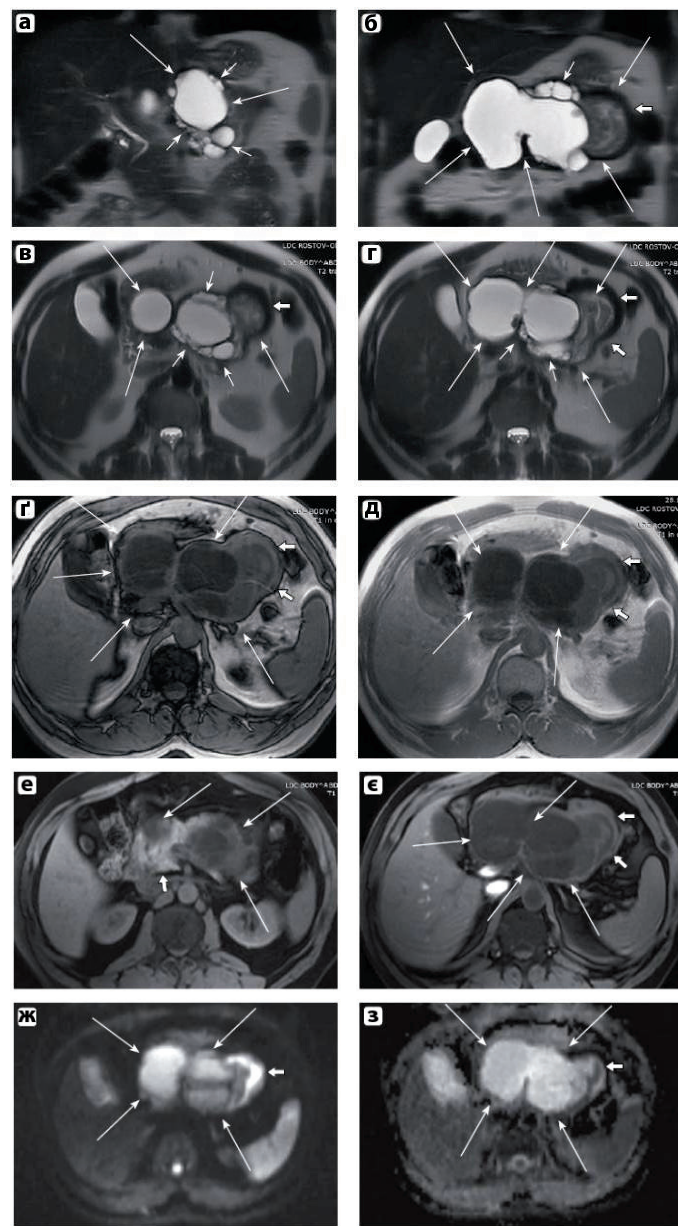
МР-томограми черевної порожнини пацієнта Ш., 54 роки: а–б — фронтальні T2-томограми; в–г — аксіальні T2-томограми; г — T1 (out-of-phase) томограма; д — T1 (in-phase) томограма; е–є — аксіальні T1-томограми; ж — дифузійно-зважена МР-томограма з b-value = 400 с/мм²; з — карта вимірюваного коефіцієнта дифузії. Пояснення в тексті
